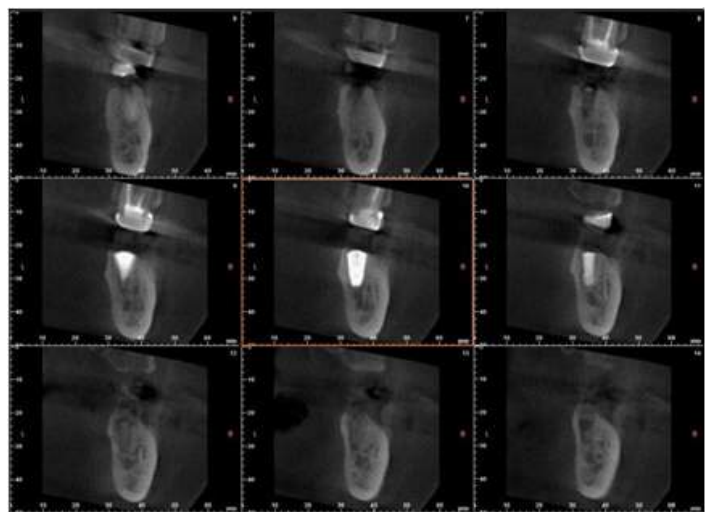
증례1의1차수술후 파노라마사진과 CBCT사진
